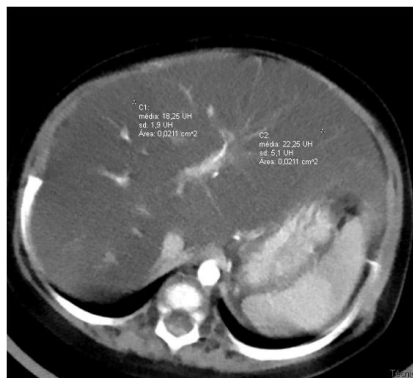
Fígado heterogêneo com Unidade de Hounsfield (UH) variando entre 18 e 22 em TC.
